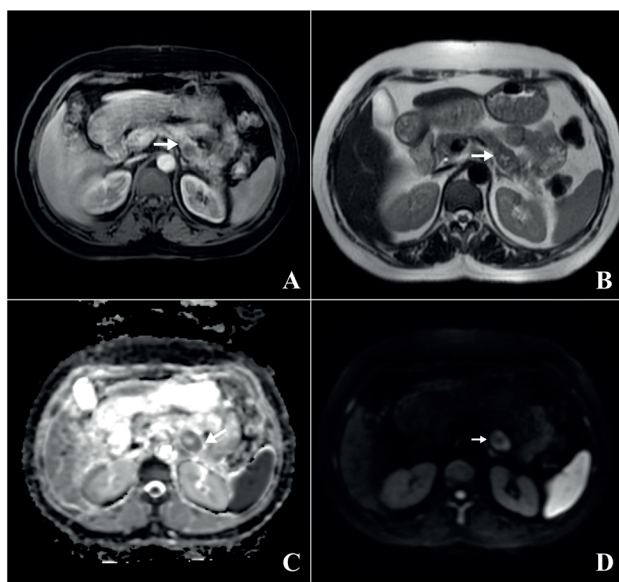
Tumor at the tail of the pancreas (Patient #5) Peripheral thick enhancement of the lesion on contrast-enhanced image (A). A cystic appearance in the central part of the lesion on the T2-weighted image (B). Restricted diffusion of lesion on diffusion weighted imaging (C). Apparent diffusion coefficient (ADC) mapping with restricted diffusion (D).
